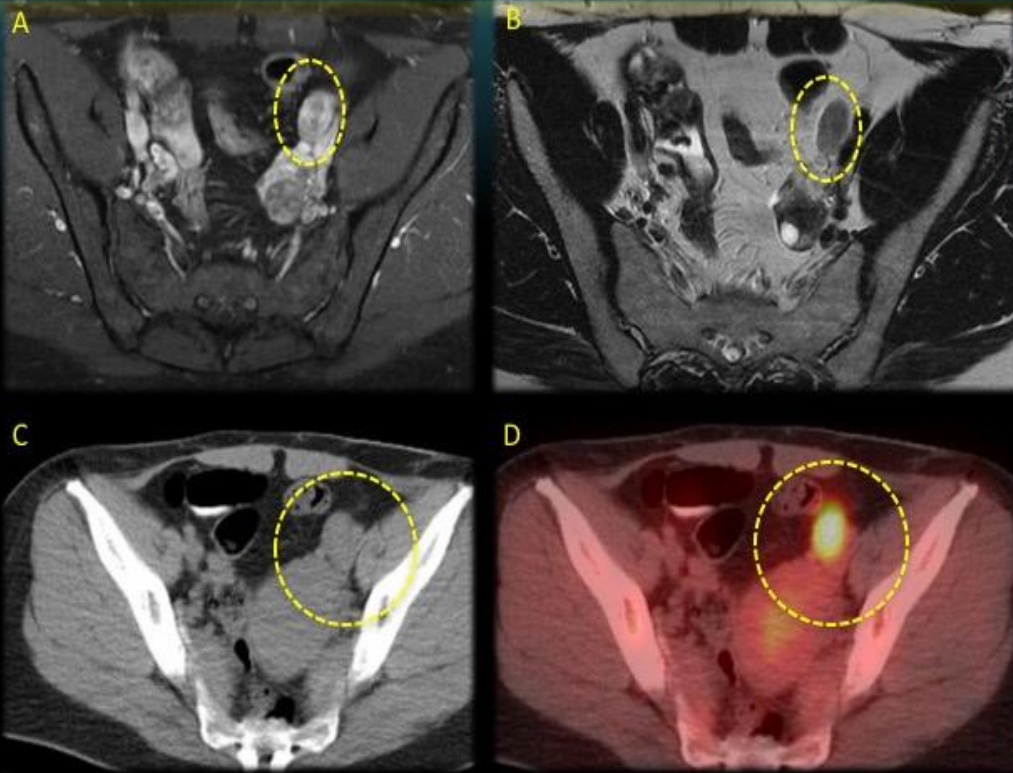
T1FS+Gd y T2WI: ganglio ilíaco externo izq. (pelvis) confirmado en PET/TC → FIGO IV
